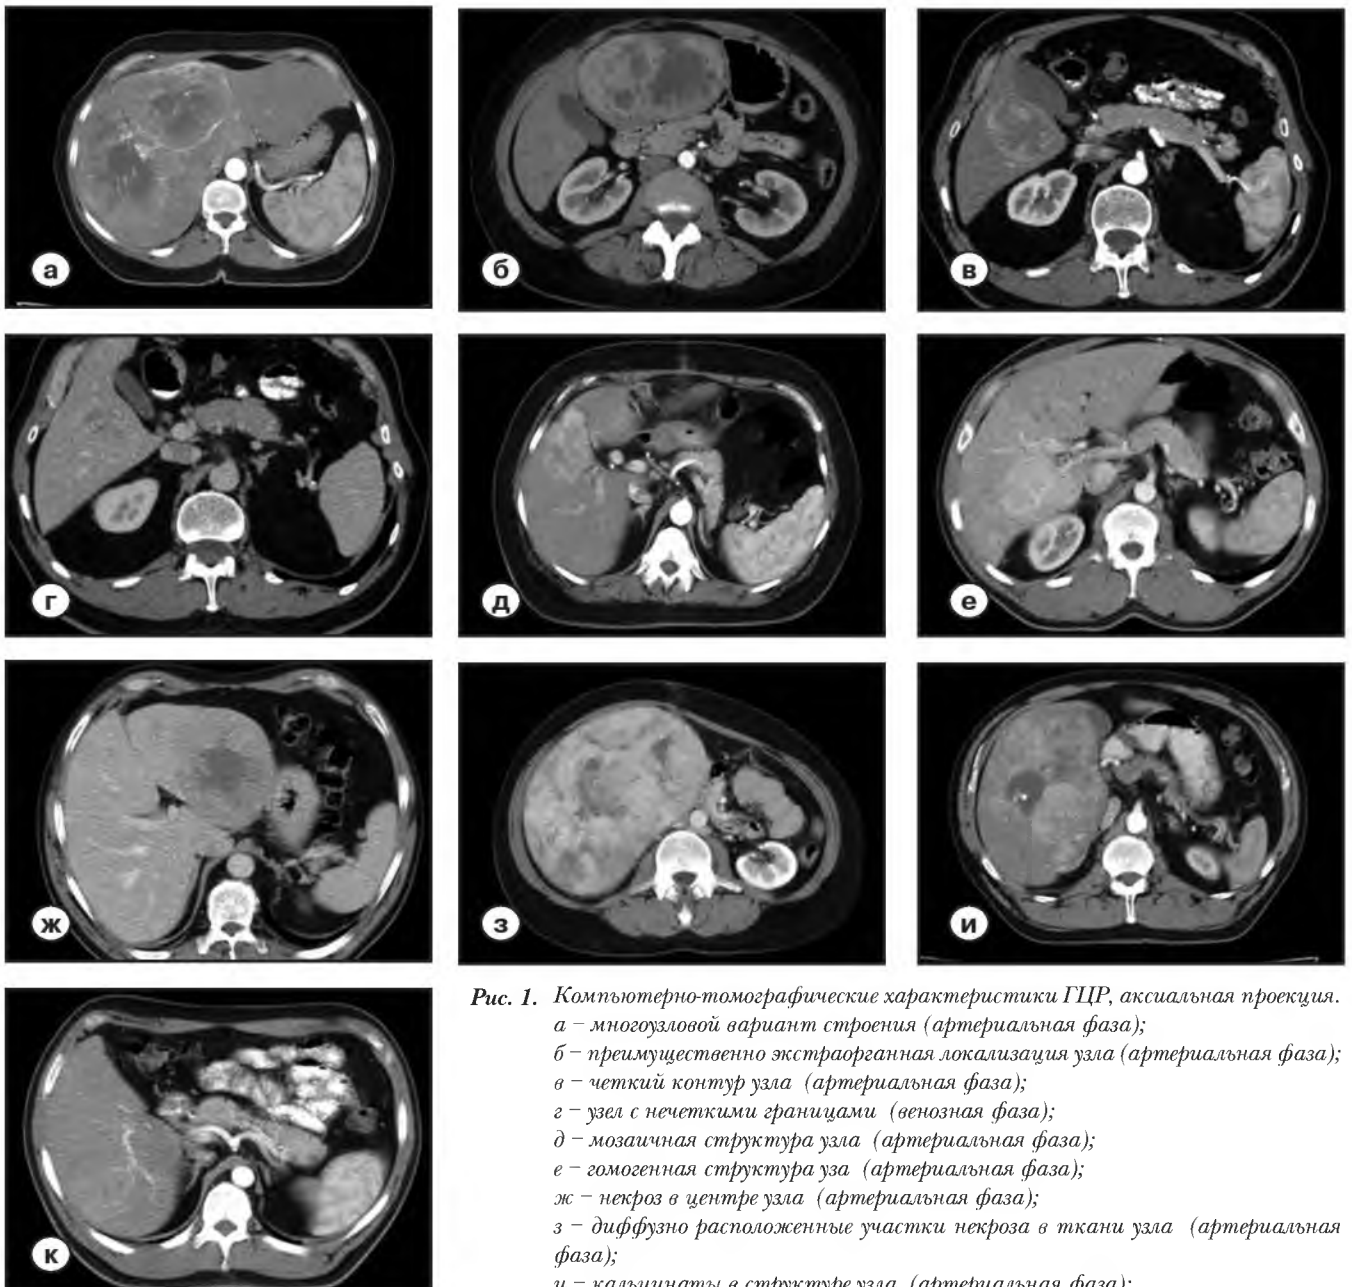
Компьютерно-томографические характеристики ГЦР, аксиальная проекция.
